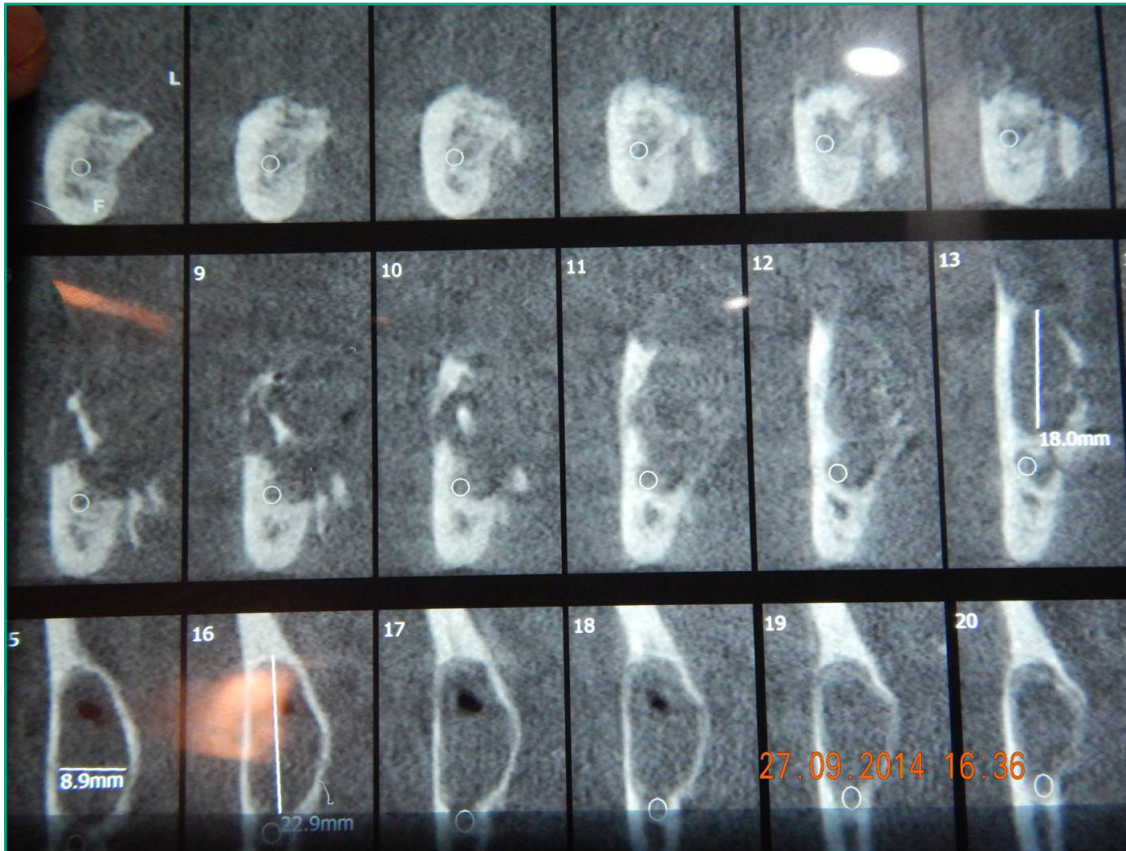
TAC (cortes frontales)
